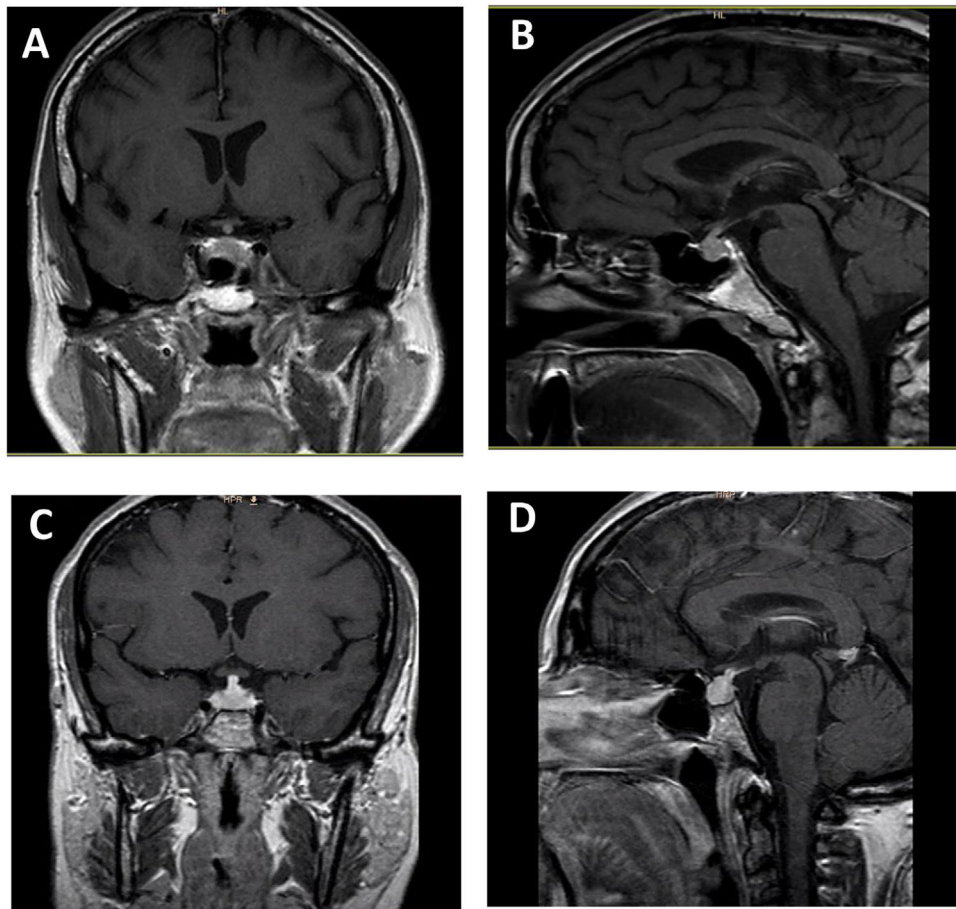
Hipofisitis inducida por ipilimumab. RM hipofisaria con secuencia en T1 coronal (A) y T1 sagital (B) con contraste paramagnético en un varón de 59 años afecto de melanoma uveal con metástasis hepáticas que desarrolló hipofisitis por ipilimumab. RM hipofisaria T1 coronal (C) y T1 sagital (D) con contraste paramagnético en una mujer de 46 años afecta de melanoma uveal que desarrolló hipofisitis por ipilimumab.
